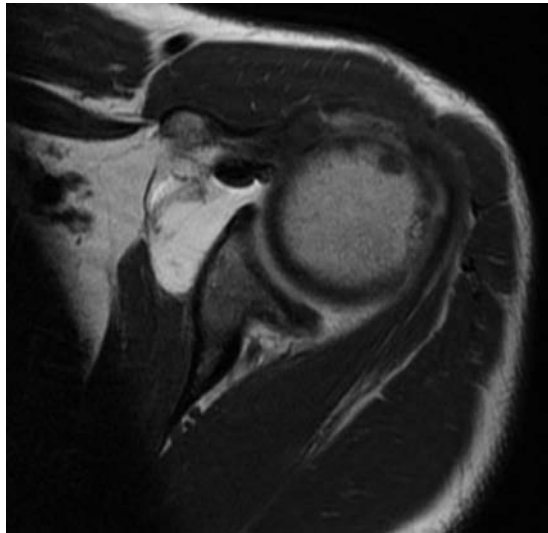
SE-T1-weighted MR arthroscopic image showing a picture of anterior capsular laxity.
